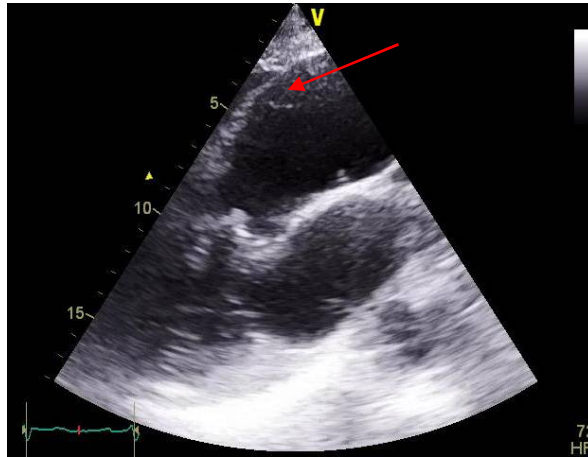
Modified parasternal long axis view showing a dilated ascending aorta above Valsalva sinus with an intimal membrane (Arrow)
